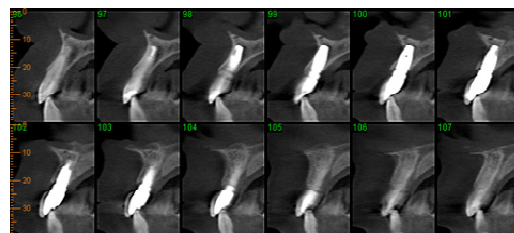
Computed Tomography aspects 4 months after surgery.
